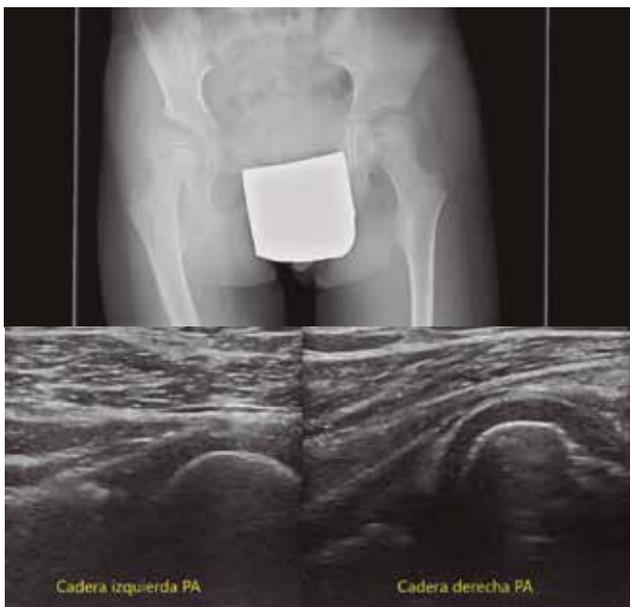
Imagen radiológica de paciente con cierta inestabilidad coronal de cadera derecha, que en la ecografía manifiesta gran huida posterior de la misma.
